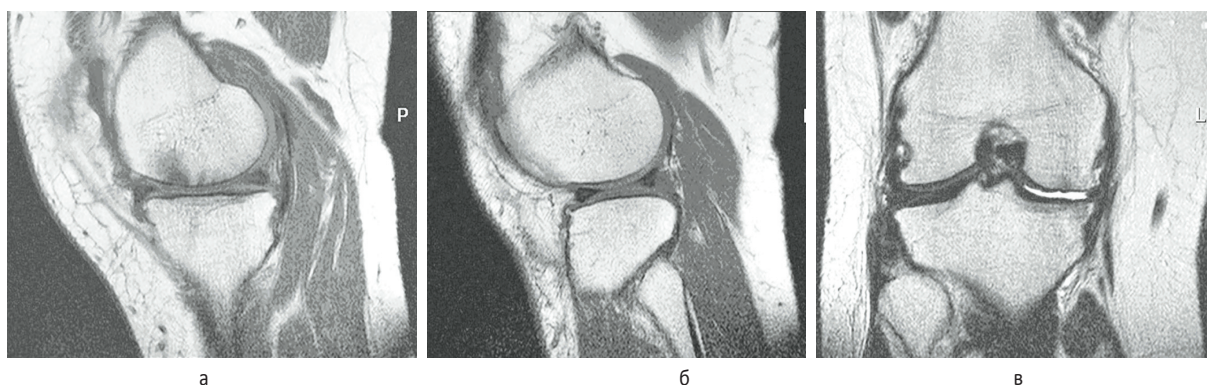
Состояние субкомпенсации опорно-двигательных функций коленного сустава в отдаленном периоде травмы. МРТ правого коленного сустава пациентки В., 54 лет, через 3 года и 8 месяцев T1/TSE в сагиттальной проекции (а, б) и T2/TSE в коронарной проекции (в). Гиалиновый хрящ неравномерный, толщиной от 1,6 до 1,2 мм, больше истончен в области медиального мыщелка бедренной кости (стрелка). По контуру суставных поверхностей краевые костные разрастания в 3-4 мм. Узурация суставной поверхности медиального мыщелка бедренной кости с неравномерным субхондральным склерозом. Дегенерация 3-й степени медиального мениска с пролябированием его. В теле Гоффа – фиброзные изменения. Умеренно выраженный синовит
